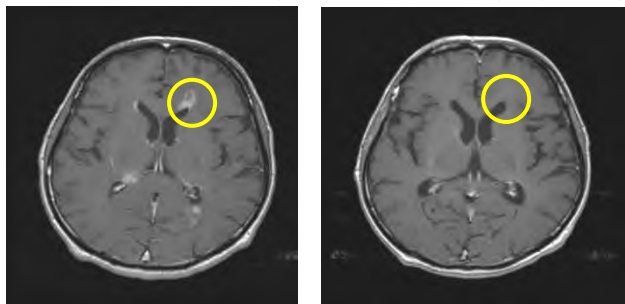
頭部 MRI(患者 1) 図 3b 頭部 MRI(患者 1)
